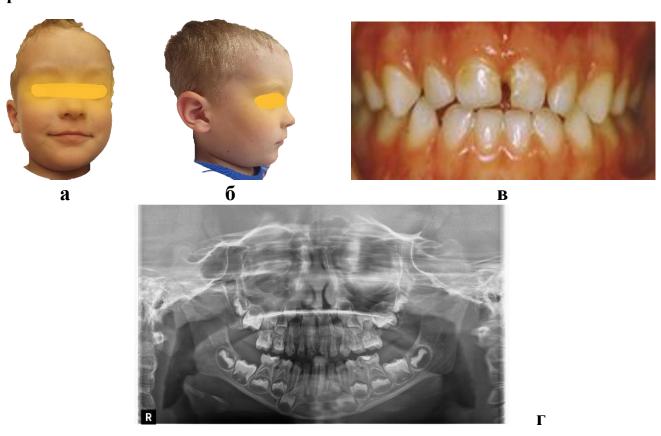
Пациент в возрасте 5,5 лет после коррекции функциональным корректором «Habit off»: фото лица (а, б), зубов спереди (в) и ортопантомограмма (г)
